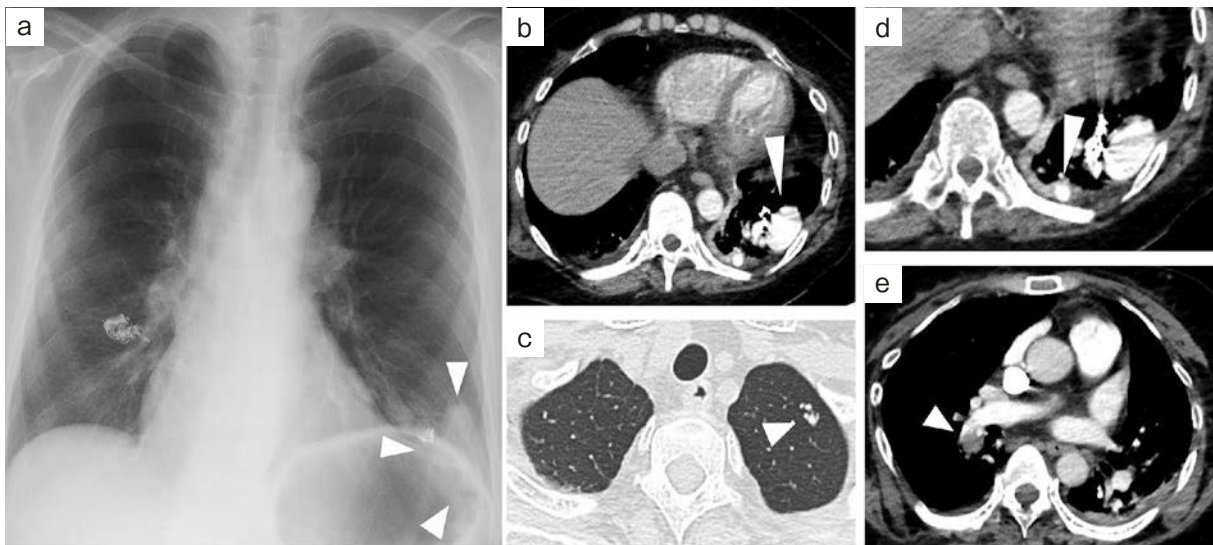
Chest X-ray and contrast-enhanced chest CT findings. (a) Chest X-ray showed transcatheeter embolization using coils in both lower lobes, and a mass of 40 mm diameter in the left lower lobe (arrowheads). (b) Contrast-enhanced chest CT showed a mass 40×38 mm diameter in the left lower lobe (arrowhead), and (c) a mass of 6×5 mm diameter in the left S¹⁺² (arrowhead), and (d) a mass of 20×13 mm diameter in the left S¹⁰ (arrowhead). (e) Contrast-enhanced chest CT showed pulmonary embolization in the right pulmonary artery (arrowhead).
